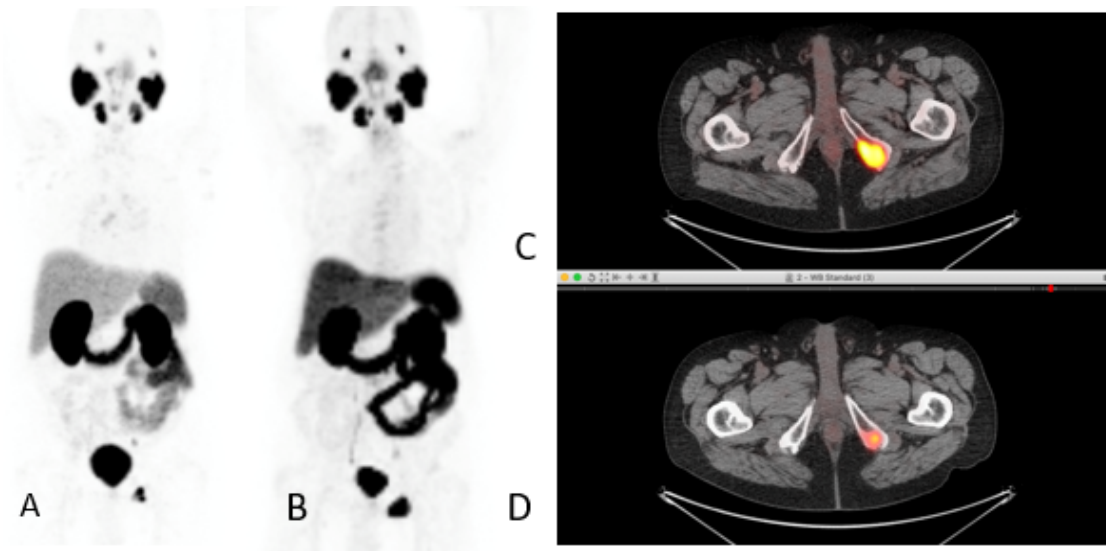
Resultados de la tomografía computada.
